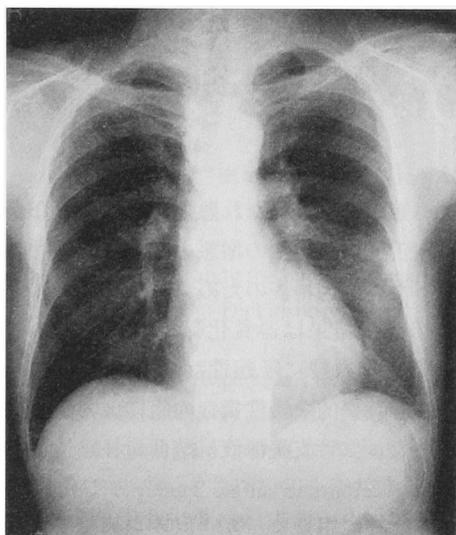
A chest X-ray taken on admission revealed an infiltrative shadow in the left middle and lower lung field
